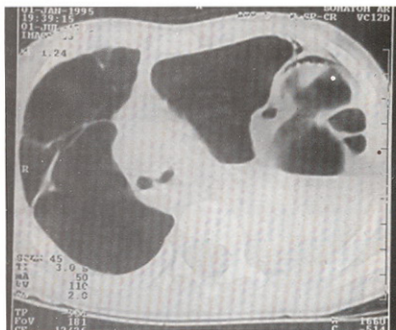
caso I: TAC con presencia de imágenes quísticas.
